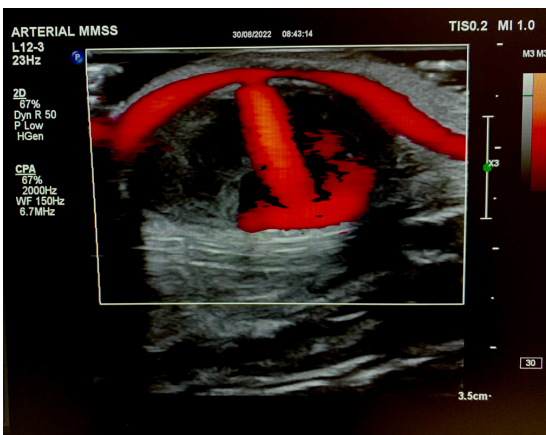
Eco-Doppler demonstrando, através do Power Doppler, a artéria ulnar superficial e o fluxo arterial no saco do pseudoaneurisma.
